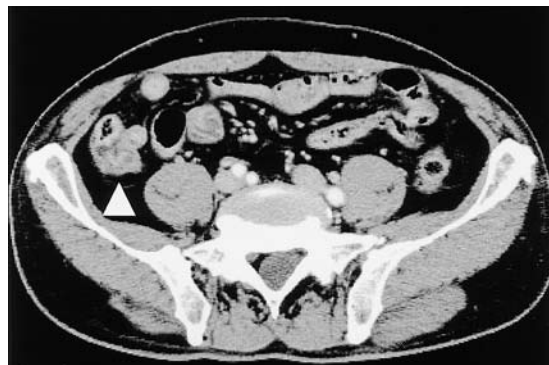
腹部造影 CT: 虫垂根部から盲腸に不均一な壁肥厚像を認めた.
